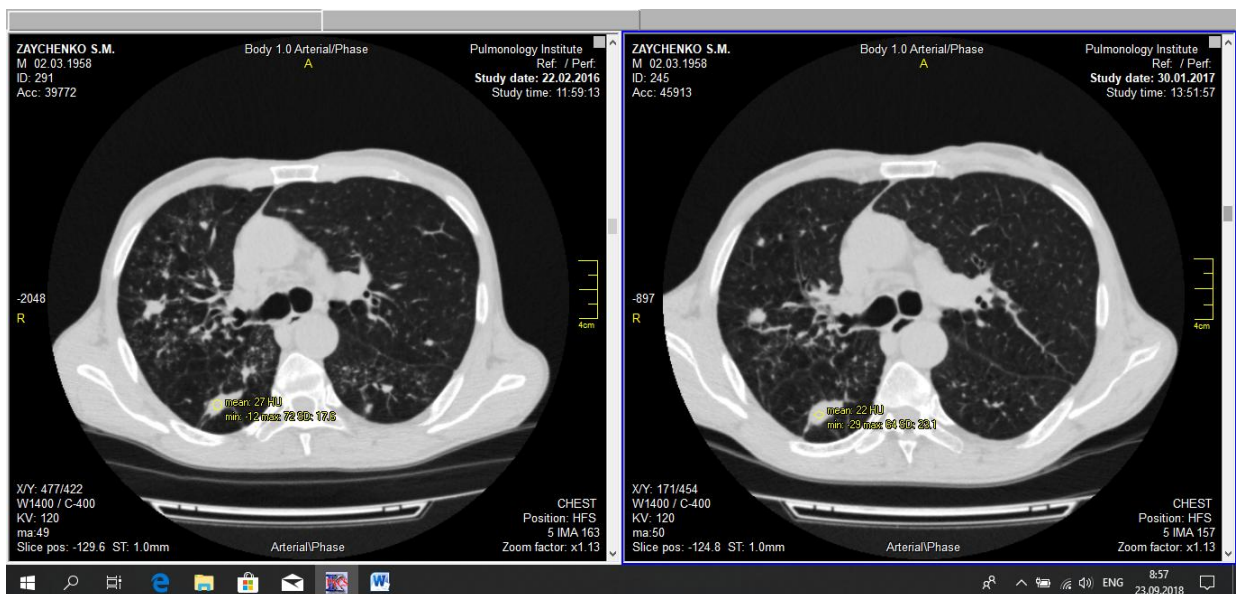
8. Аксіальні зрізи КТ хворого К. Зліва – КТ після завершення інтенсивної фази лікування, справа – КТ після завершення основного курсу лікування з денситометричними показниками
